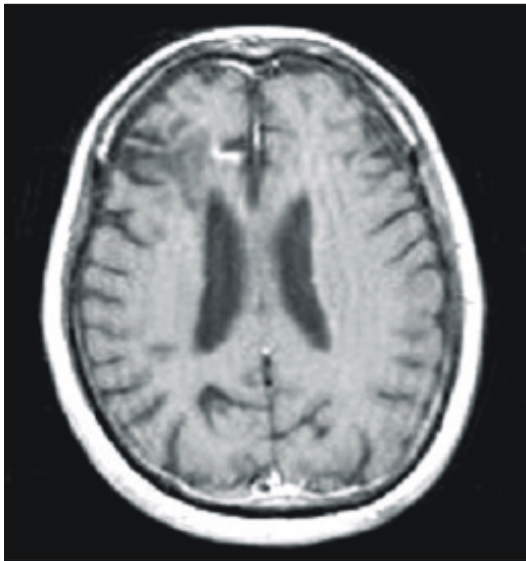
Magnetic resonance image with stereotactic markers.
